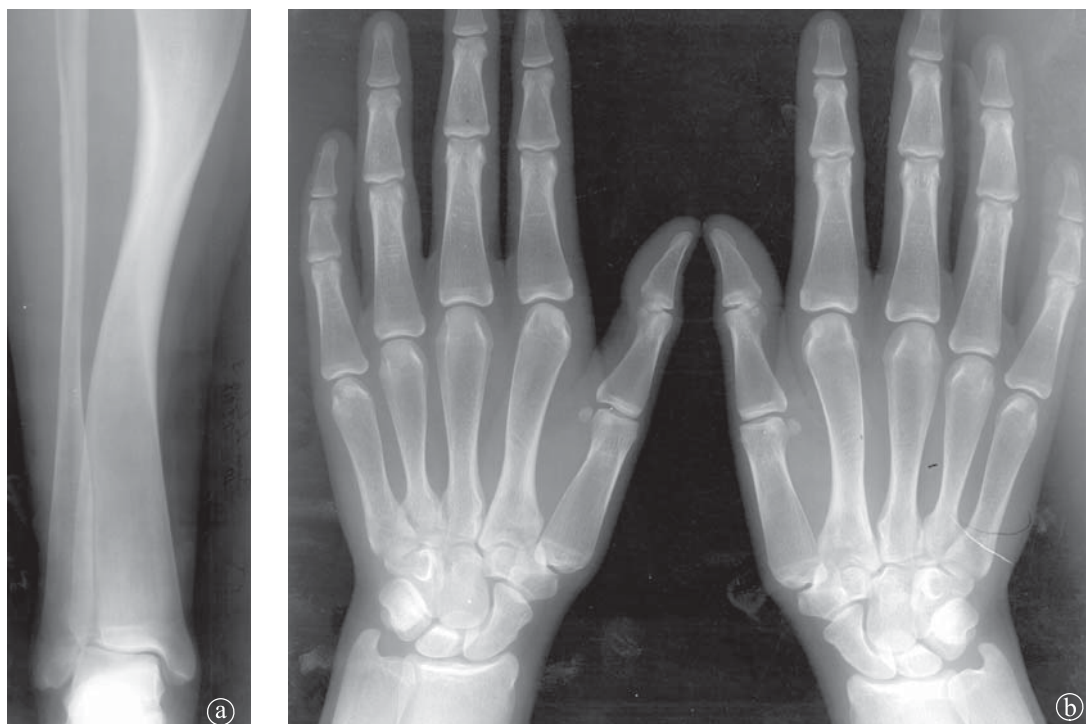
40. Boală Pyle, 17 ani. a) Radiografie gambă dreaptă AP, b) Radiografie comparativă de mâini.
